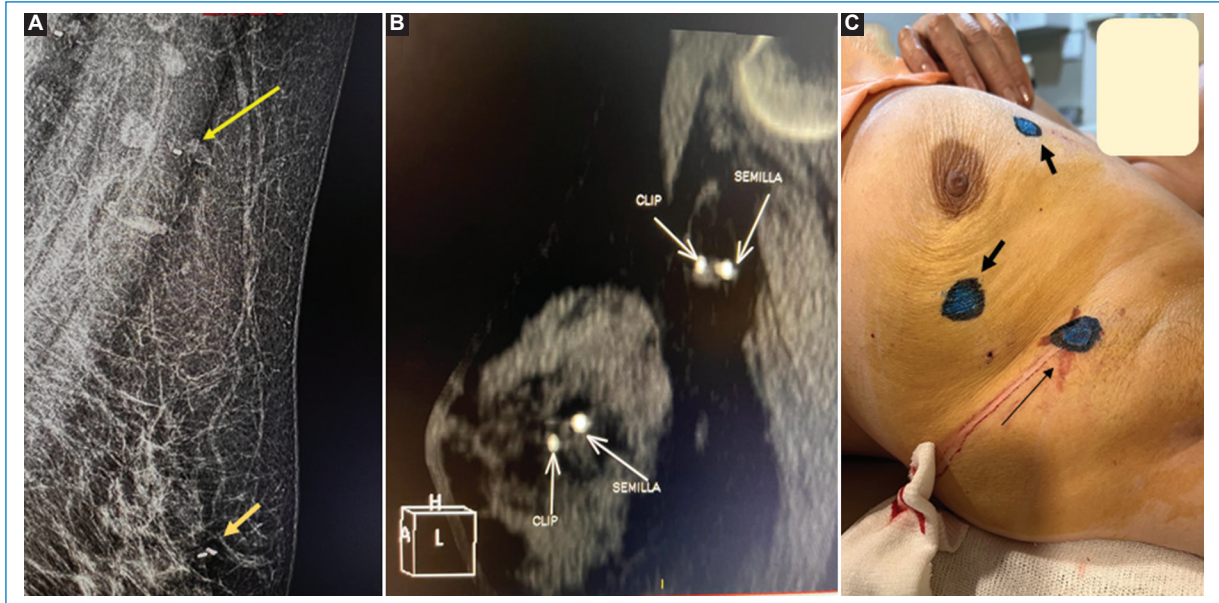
Paciente con dos lesiones en mama y ganglio axilar con clip no visualizado con ultrasonido. (A) Clip en la mama y semilla de iodo-125 colocada bajo mamografía (flecha corta), y ganglio axilar con clip (flecha larga). (B) MIP, con clips y semillas de iodo-125 en mama y axila. (C) Tatuajes de máxima actividad de las lesiones en la mama (flecha corta) y la axila (flecha larga).
